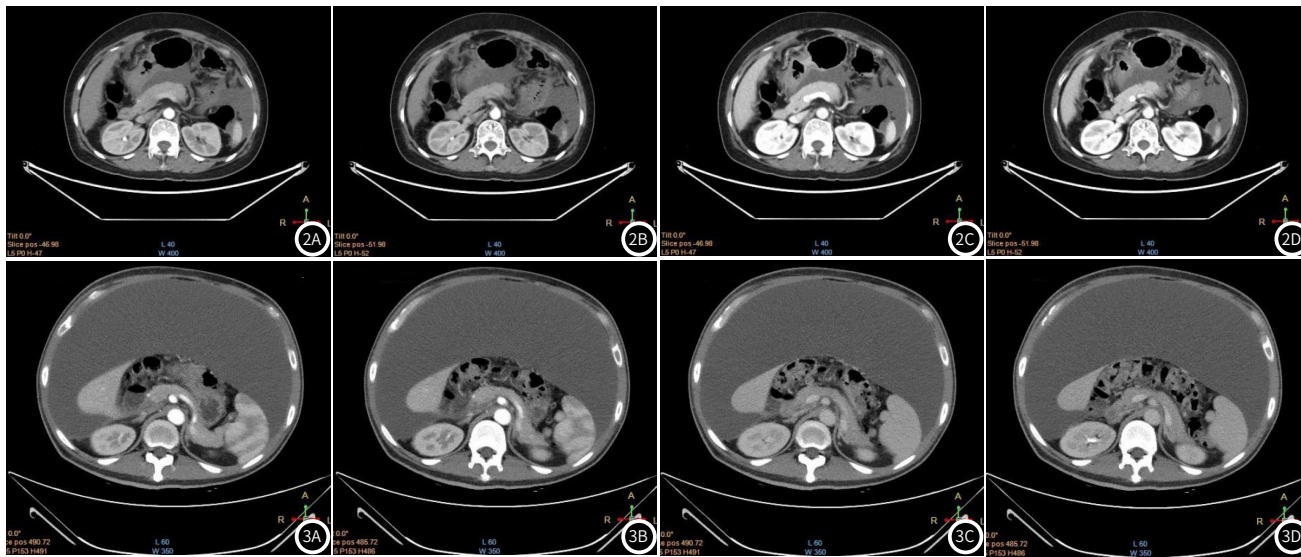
女, 卵巢癌腹膜转移患者能谱CT多参数成像图像。2A~2B: 动脉期能谱CT多参数成像图像, 2C~2D: 静脉期能谱CT多参数成像图像。
